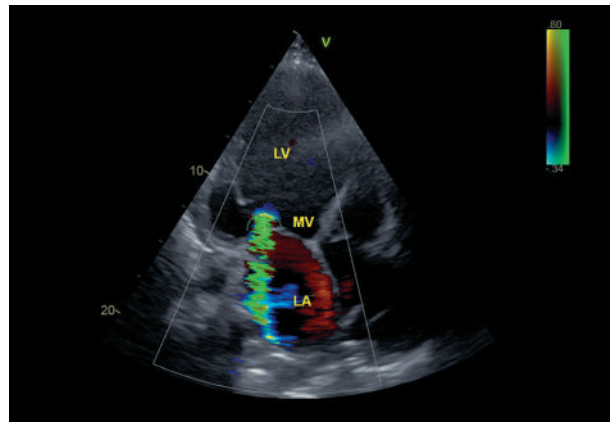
Эхокардиография. Недостаточность митрального клапана III степени.
